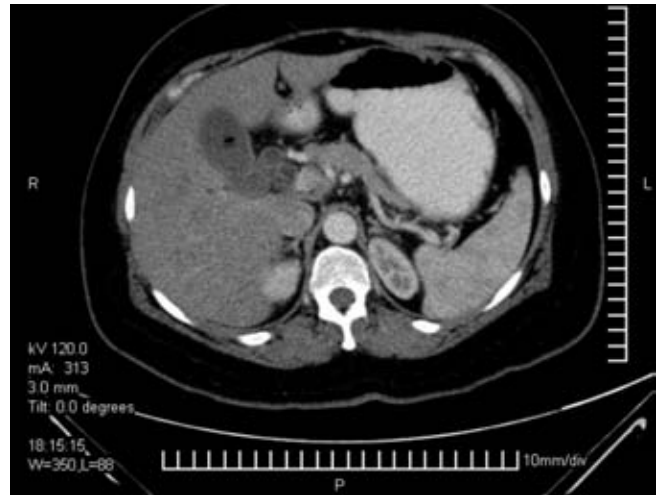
Tomografía preoperatoria con vesícula biliar sin engrosamiento de la pared.
